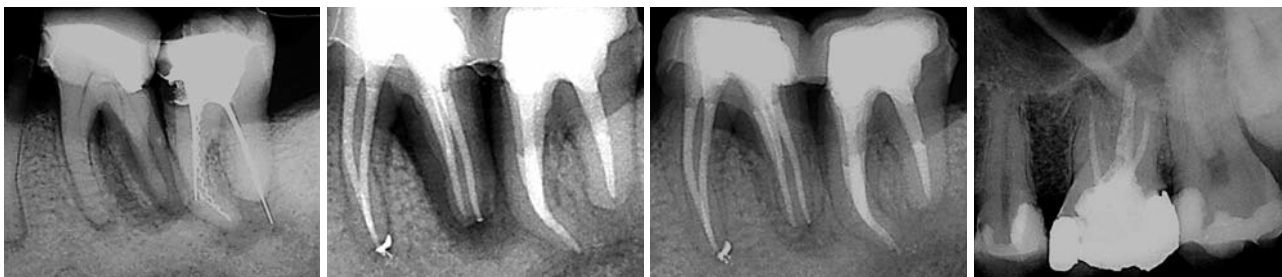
Auf der Röntgenausgangsaufnahme sind im Wurzelkanalsystem des Zahnes 37 mehrere Fremdkörper erkennbar. Eine apikale Aufhellung und ein mesialer Zahnhartsubstanzenverlust lassen eine intrakanaläre mikrobielle Infektion vermuten. – Abb. 6b: Röntgenkontrolle nach Abschluss der Revisionsbehandlung an den Zähnen 36 und 37 mit vollständiger Entfernung der Fragmente. Der Wurzelkanal in der distalen resorptiv verkürzten Wurzel wurde mit ProRoot MTA verschlossen. – Abb. 6c: Ein Jahr nach Abschluss der Behandlung ist eine deutliche Verkleinerung der apikalen Aufhellung und des vertikalen Einbruchs distal 36 erkennbar. – Abb. 7: Zahn 26 weist eine in der Nähe der Wurzelspitze endende Wurzelkanalfüllung auf und eine diffuse apikale Aufhellung. Distal besteht der Verdacht auf eine Sekundärkaries.
